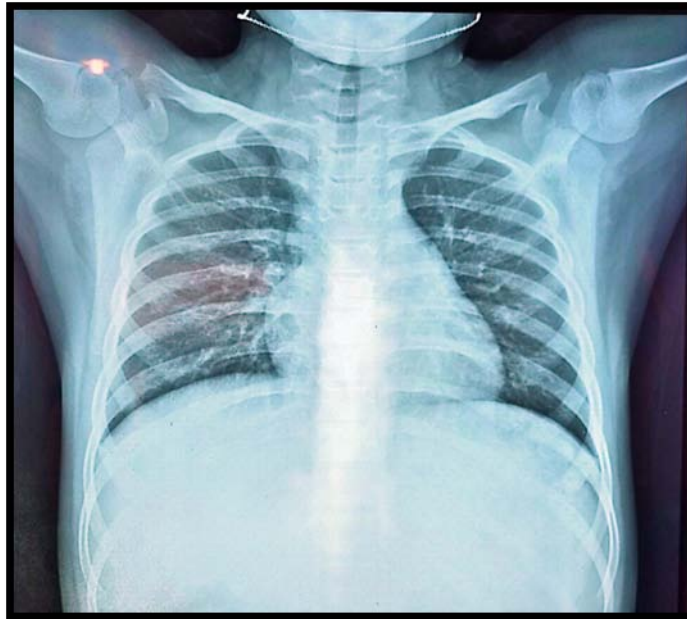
radiographie thoracique vue de face
